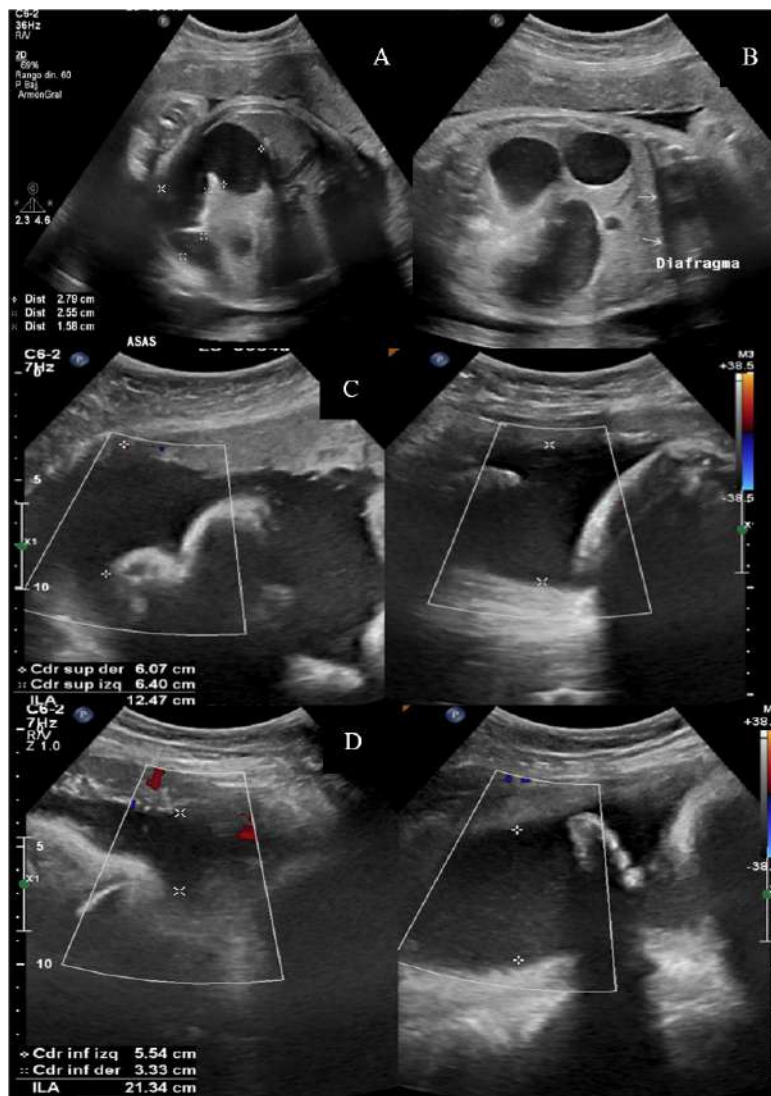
Ultrasonido prenatal a las 36 semanas de gestación.
